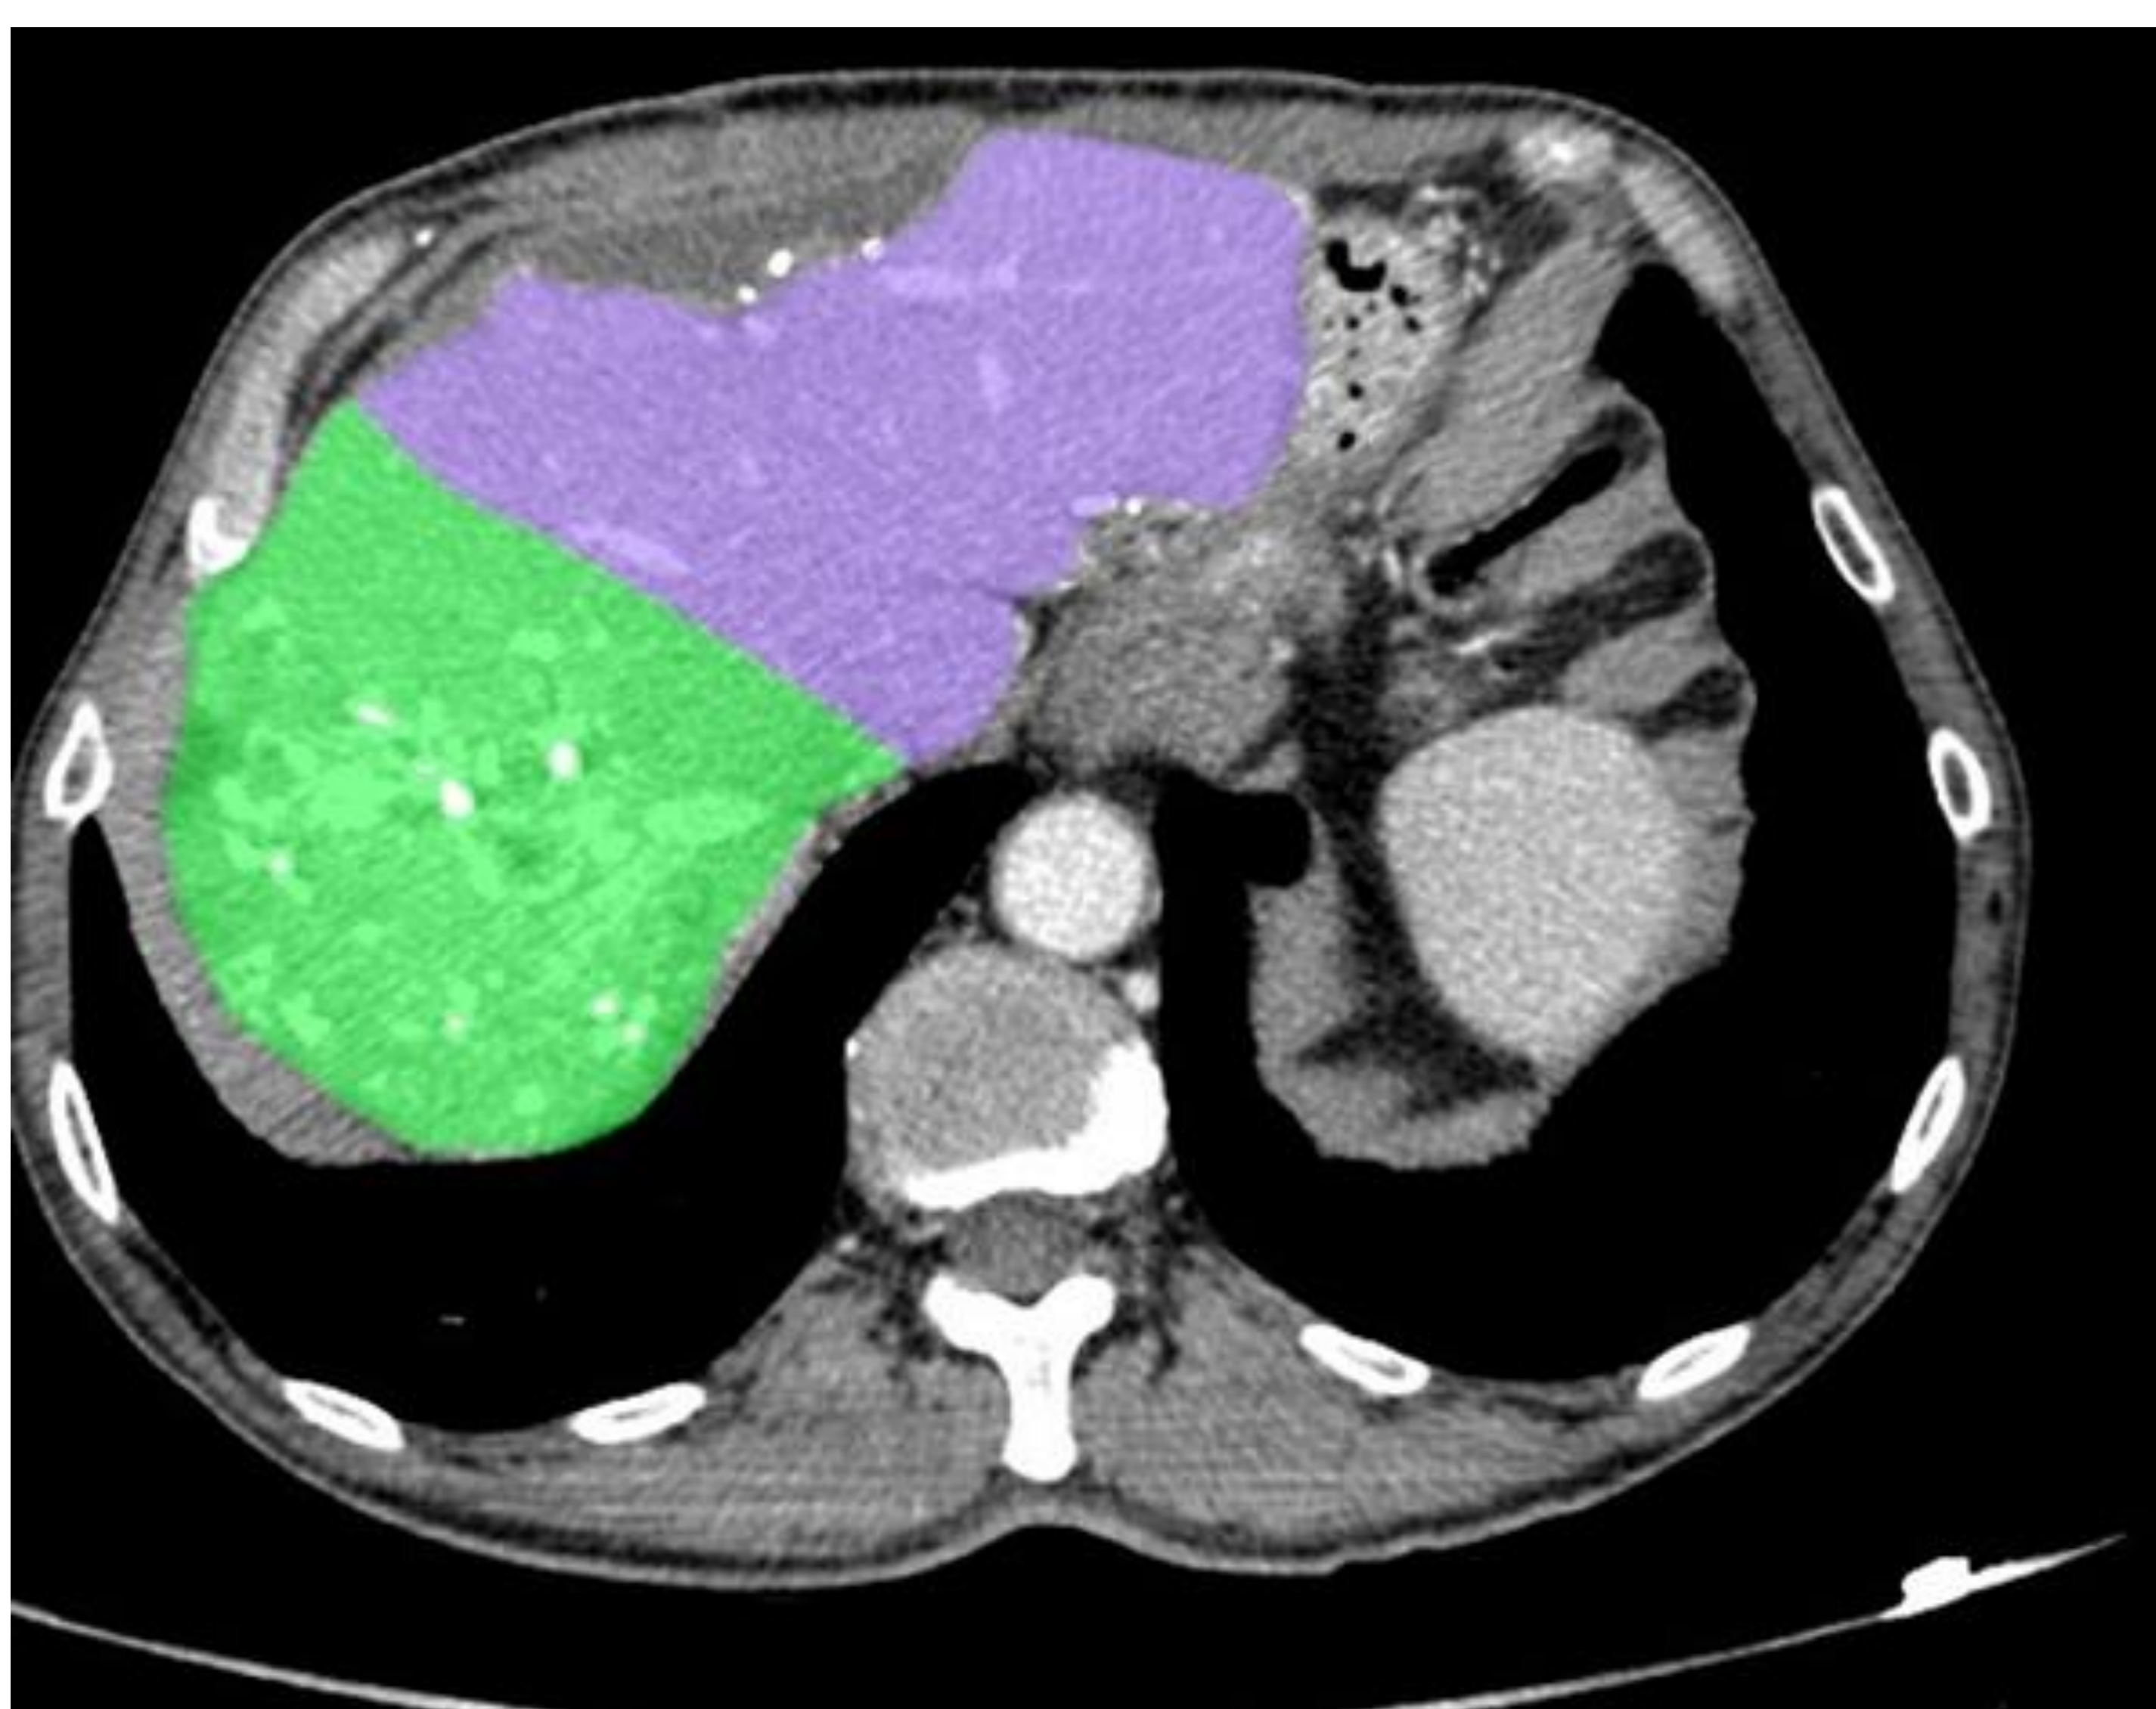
Izquierda: TC corte axial volumetría hepática en dos segmentos según la vena suprahepática media. Derecha: reconstrucción 3D volumetría hepática con ramas portales y MTX
